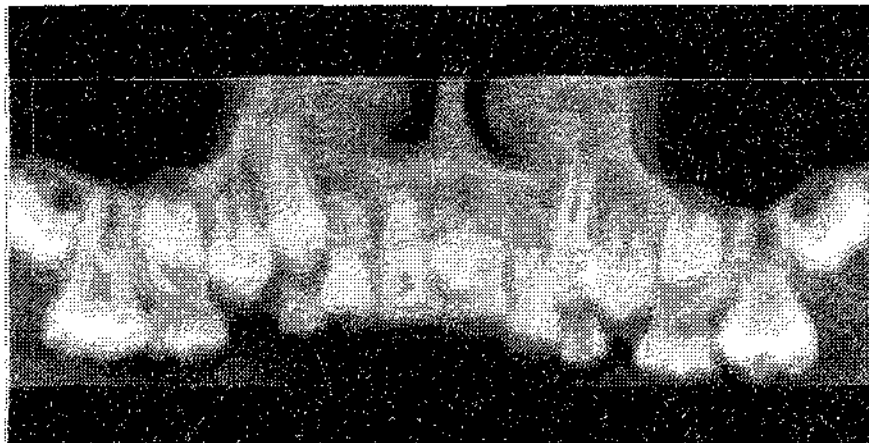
Ортопантомограма пацієнтки М. (помітне накладення тіней 21 і надкомплектного зуба)
